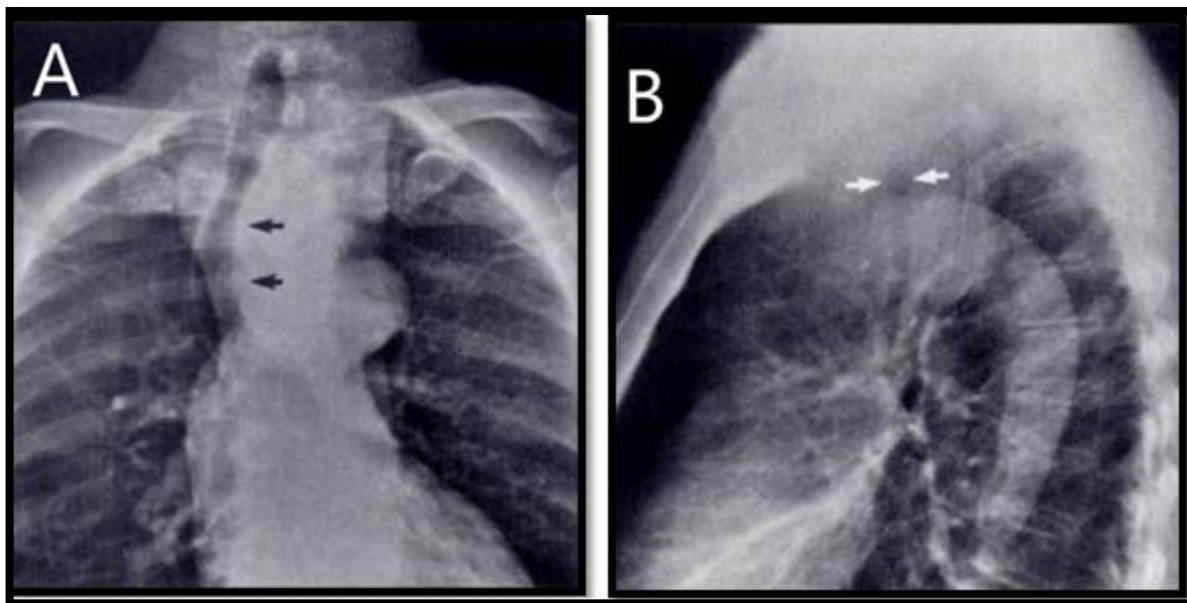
Radiographies du thorax de face (A) et de profil (B) qui montrent une grande masse médiastinale antérosupérieure déplaçant la trachée vers la droite et en arrière (flèches, A). Le diamètre de la trachée est nettement rétréci (flèches, B)(78)
